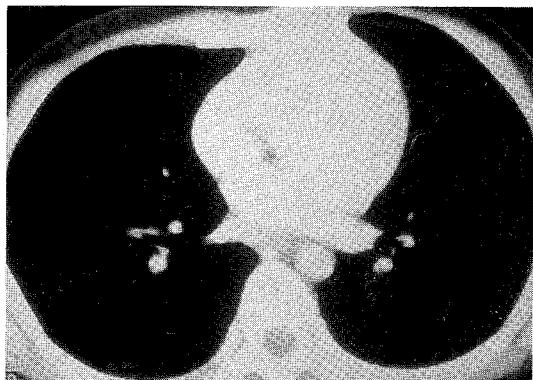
Postcontrast CT shows no evidence of lymph node enlargement.
